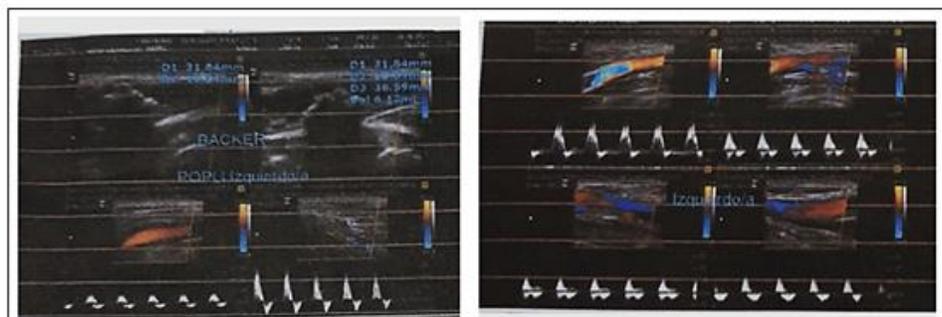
Ecodoppler arterial miembros inferiores
